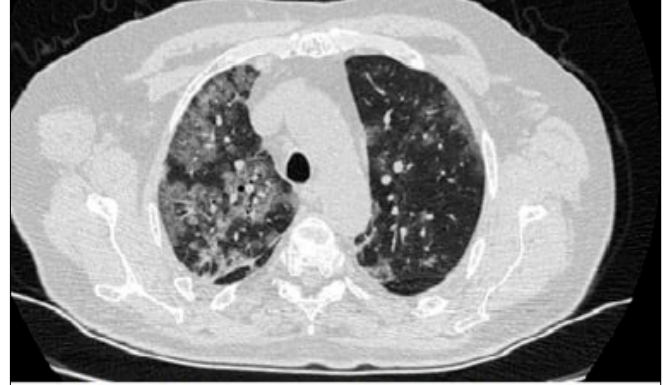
Ground glass opacities mostly on peripheral location in high-resolution computed tomography
